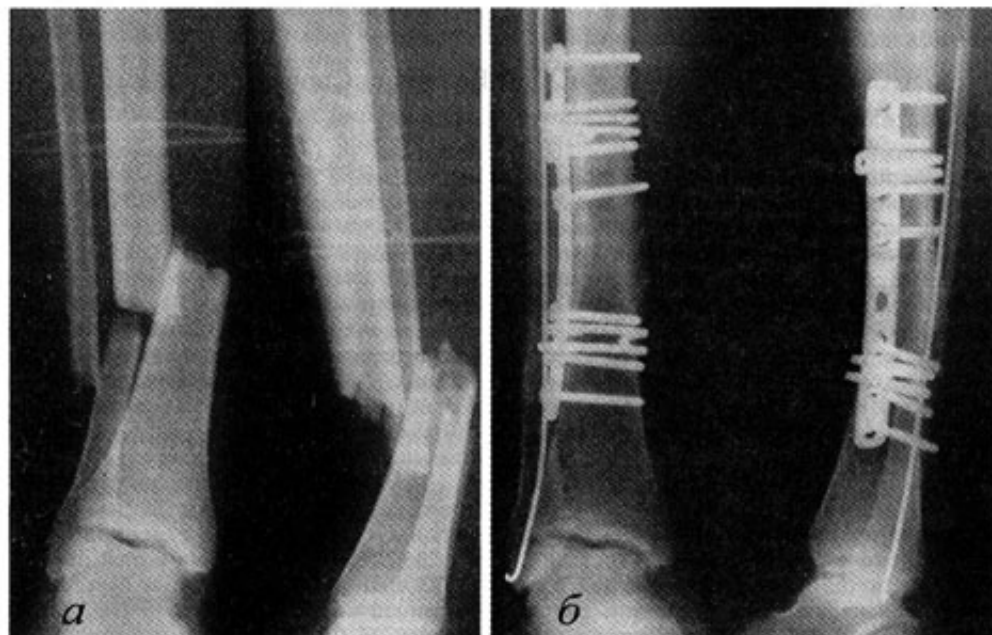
Рентгенограмма больного Г., 46 лет: *а* — до операции, перелом диафиза костей голени; *б* — через 9 мес после остеосинтеза
